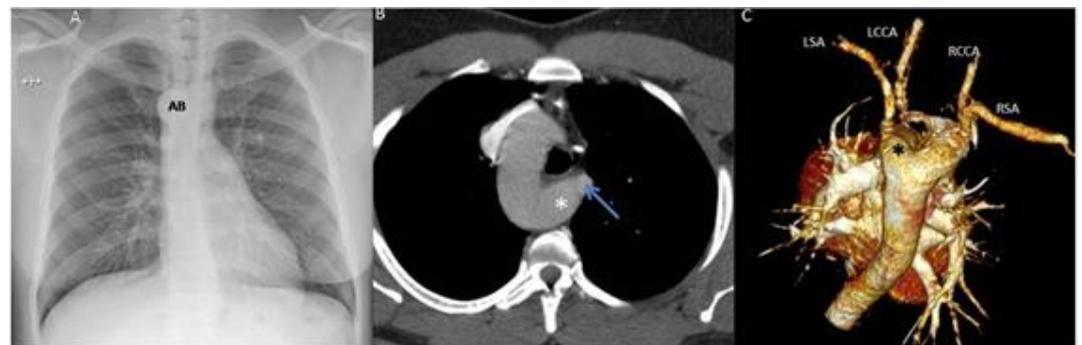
A. Radiografia de tórax posteroanterior (PA) revelando o botão aórtico direito. B. Tomografia computadorizada com contraste (plano axial, janela mediastinal) evidenciando o arco aórtico direito, o divertículo de Kommerell (asterisco) e a artéria subclávia esquerda aberrante (seta). C. Reconstrução volumétrica (vista posterior) confirma o diagnóstico e revela a emergência dos demais vasos supra-aórticos a partir do arco aórtico direito. AB - Botão aórtico; LCCA - Artéria carótida comum esquerda; LSA - Artéria subclávia esquerda; RCCA - Artéria carótida comum direita; RSA - Artéria subclávia direita.
